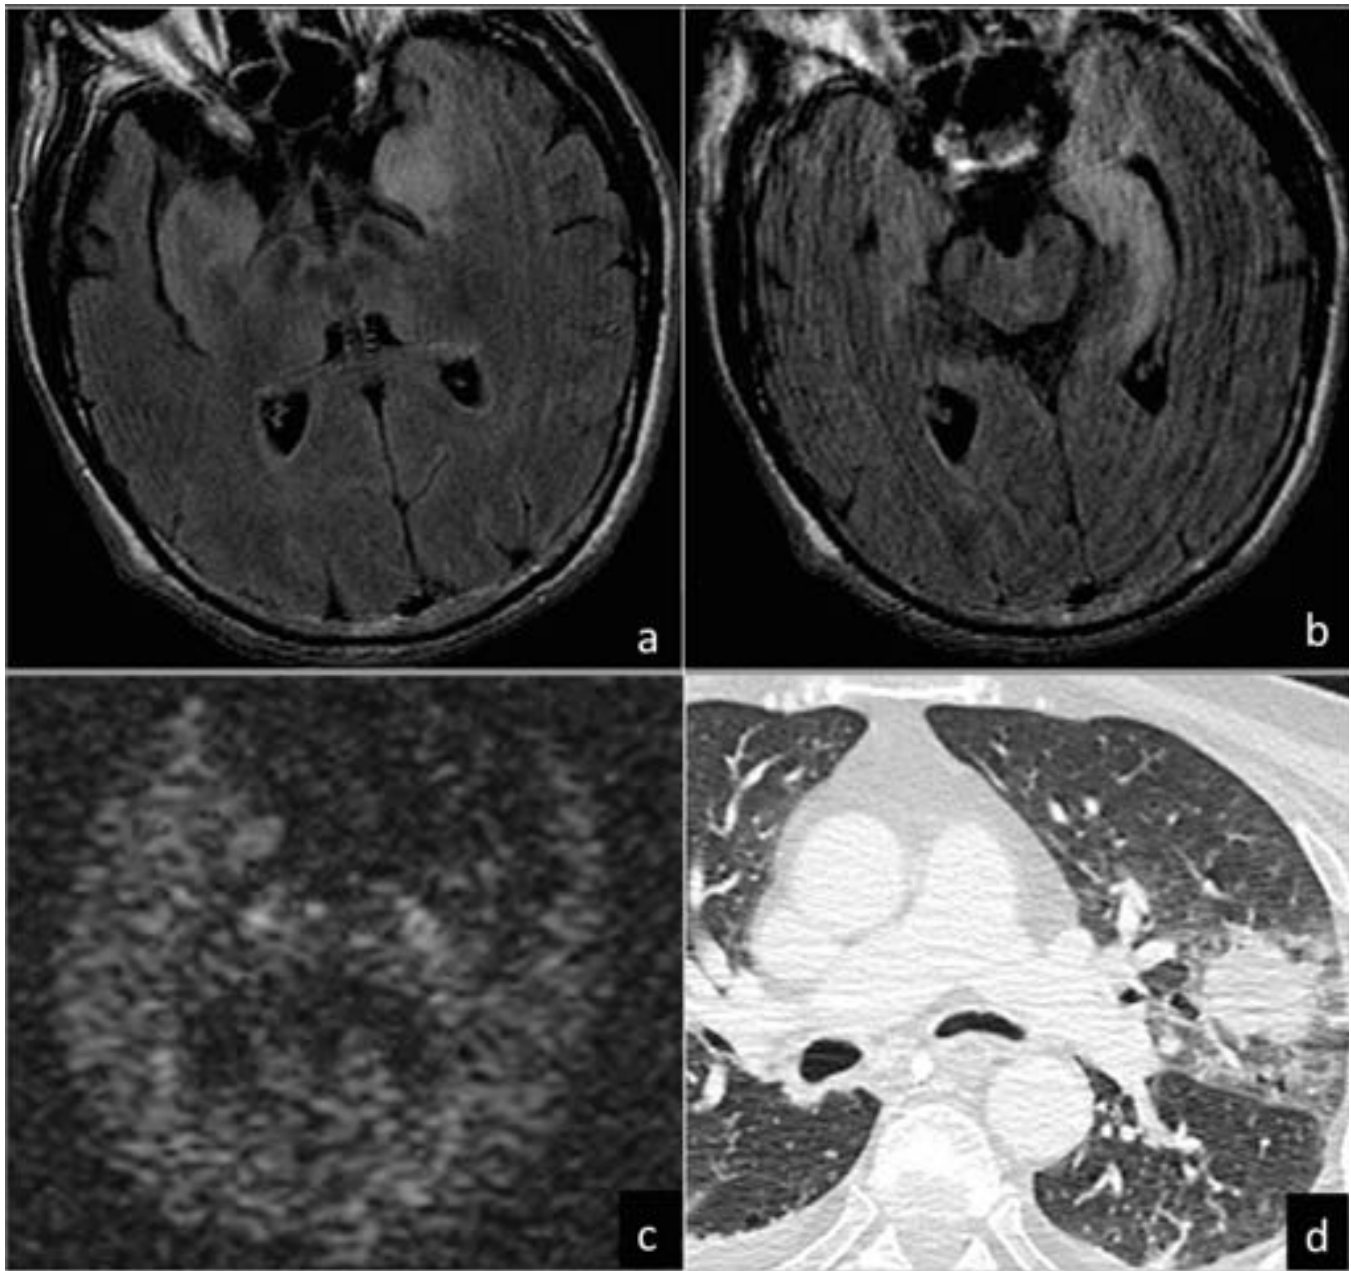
Varón de 54 años con cáncer de pulmón que presenta deterioro neurológico de meses de evolución. En RM encefálica se visualiza un aumento de señal en FLAIR de la región medial temporal bilateral, con afectación de hipocampos, de predominio izquierdo (a y b). Las lesiones no muestran restricción de la difusión (c). En TC de tórax se visualiza masa pulmonar izquierda. Los hallazgos son compatibles con encefalitis límbica.
